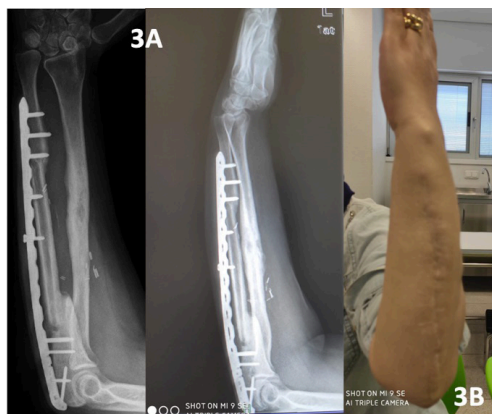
3A: Radiografía a los doce meses de la intervención, donde se observa integración del injerto de peroné vascularizado, con signos de consolidación. 3B: Herida quirúrgica con buen aspecto
